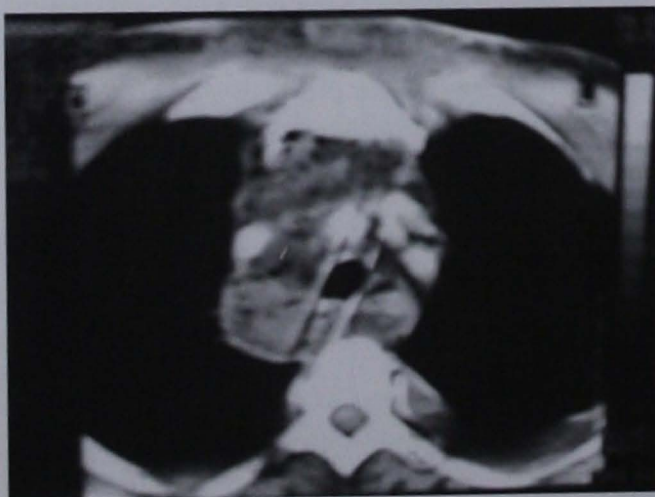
Tomografía axial computarizada contrastada de tórax. Se observa extensión de los abscesos hacia el mediastino anterior y medio.
